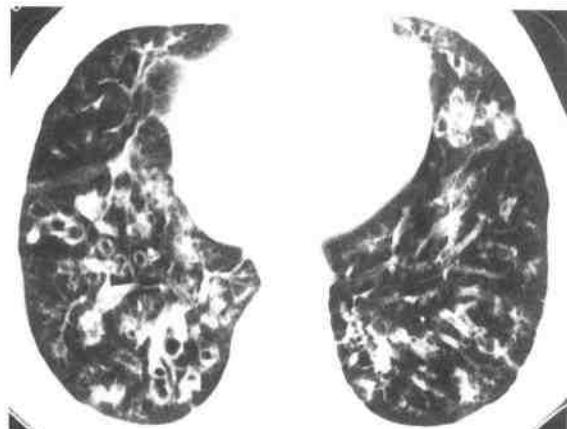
与图 5-226 同一层面的常规 CT 上
